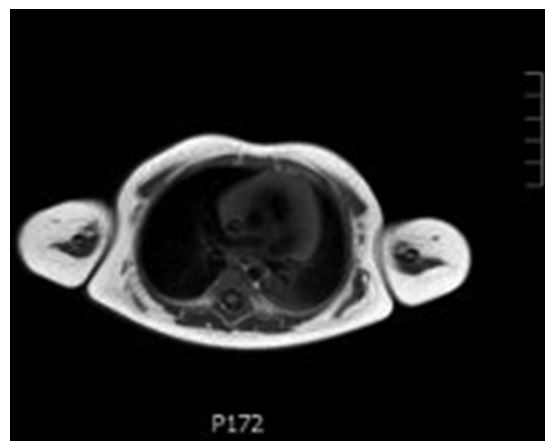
RM a los 3 días de vida (corte axial, secuencia ponderada en T1): se aprecia ausencia bilateral del bíceps braquial y de ambos subescapulares.
